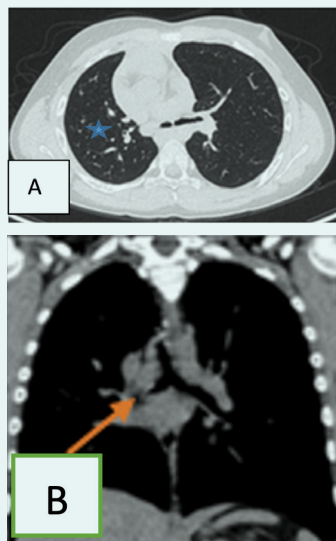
Tomografía computada simple de tórax caso clínico 4. A: corte axial en ventana pulmonar con disminución de volumen pulmonar derecho (estrella azul), sin evidencia de patrones anormales. B: corte coronal se observa disminución de la luz de bronquio principal derecho (flecha roja).
